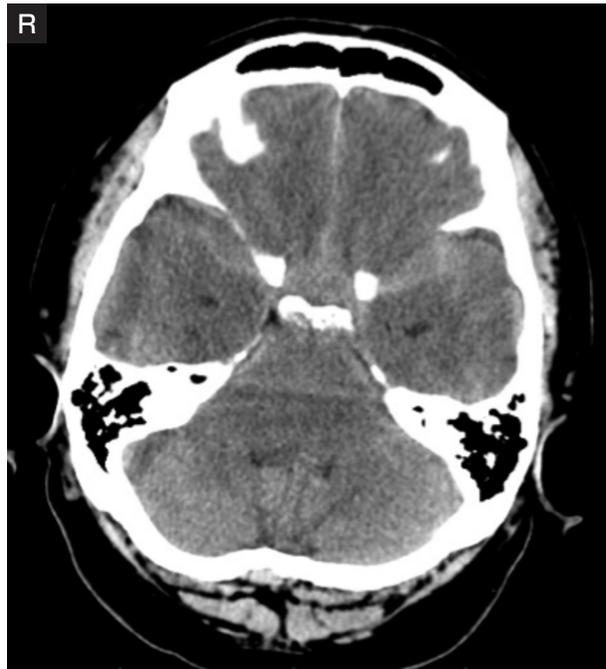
Axial unenhanced CT shows diffuse subarachnoid hemorrhage.
